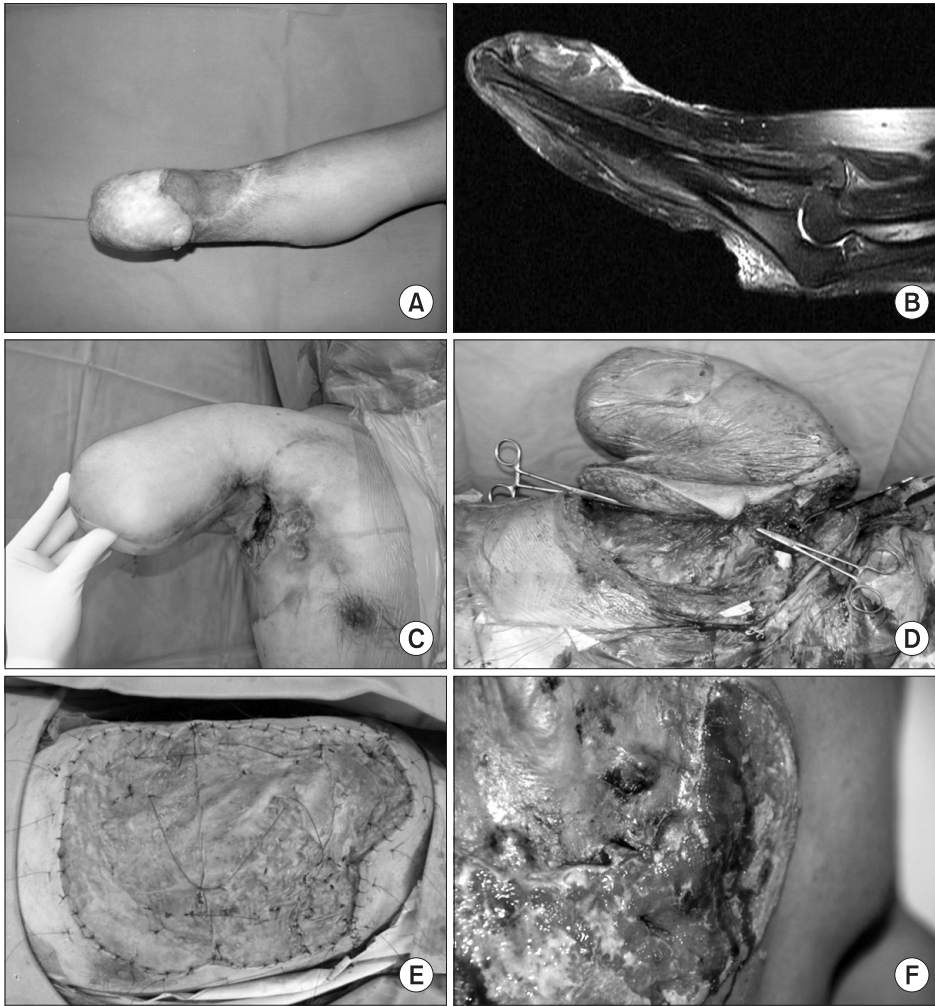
(A) 44 years-old male showed squamous cell carcinoma with Majolin ulcer on forearm with 40 year latent period after burn injury. (B) Sagittal T2 weighted MRI showed diffuse infiltration of the subcutaneous layer. (C) 6 months later after A/E amputation and axillary LN dissection, squamous cell carcinoma recurred on axillary area. Wide marginal resection and chemotherapy was done. (D) Forequarter amputation was done. (E) Skin graft from both thigh and chemotherapy was done. (F) 2 months after forequarter amputation, squamous cell carcinoma was recurred on previous skin graft. 2 month after lung metastasis was occurred and patient expired.
